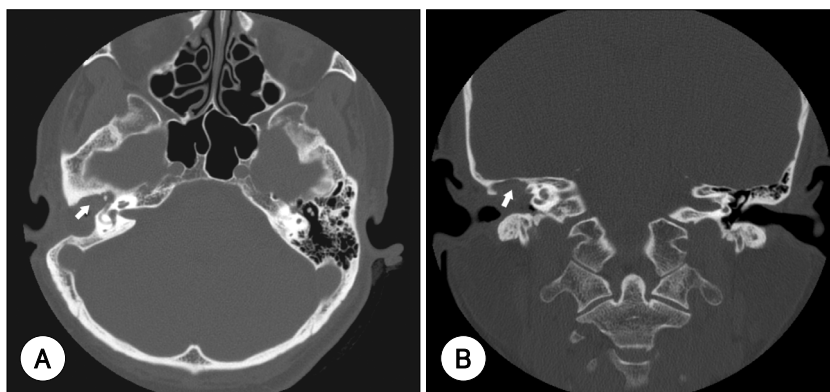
Pre-treatment temporal bone CT scan. There is a lesion (arrow) with soft tissue density in mastoid cavity and attic area. A : Axial view, B : Coronal view.
